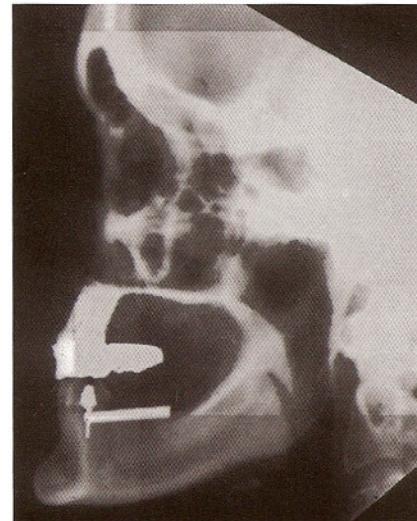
Одна из проблем, связанных с восстановлением при неправильном прикусе по подклассу II класса II (классификация аномалий прикуса по Энглу), – это наклонное расположение коронок по отношению к имплантату, как это видно на рентгенограмме в боковой проекции.
